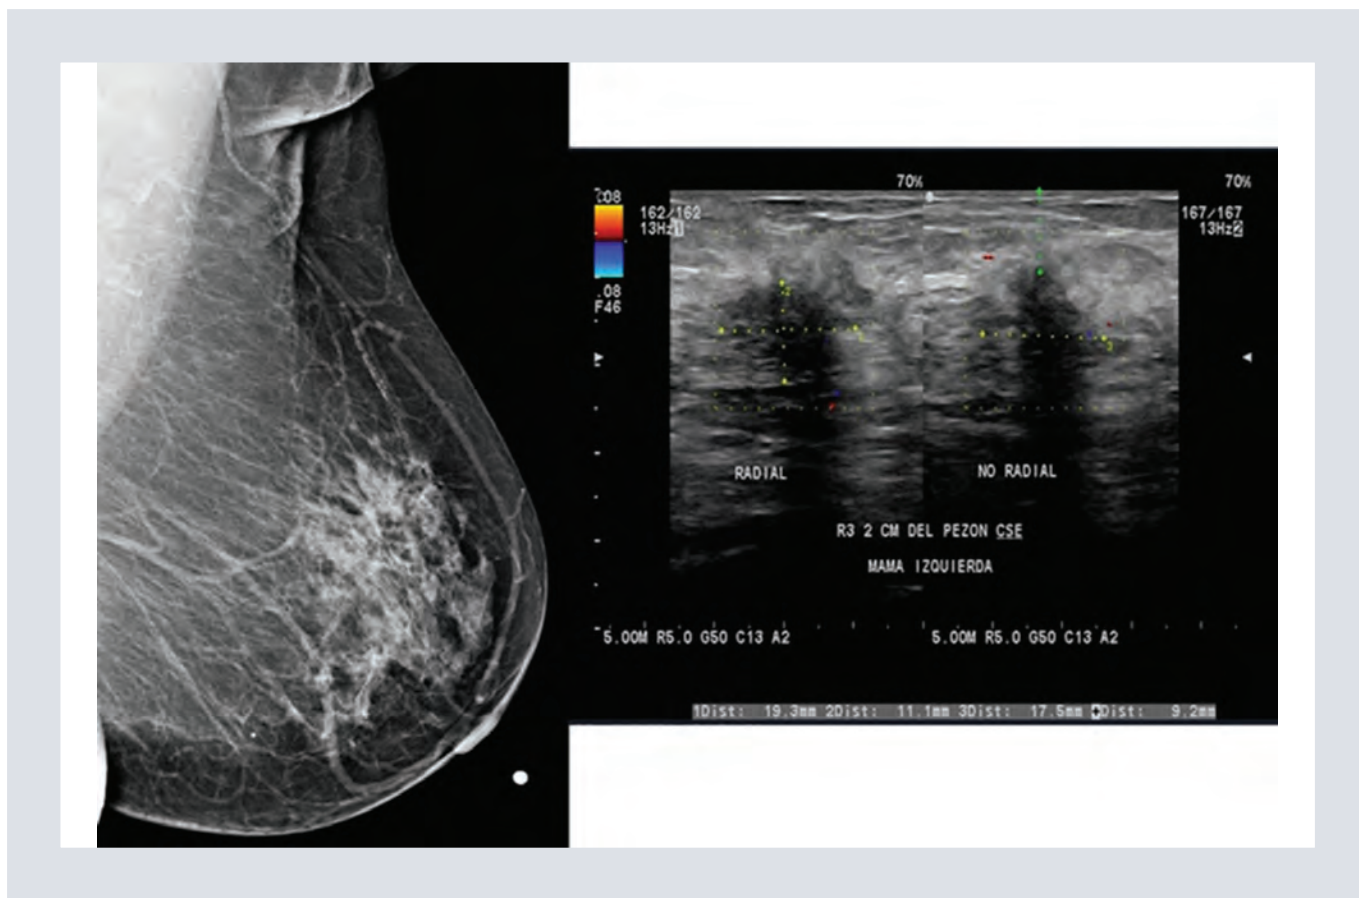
Caso IV. Paciente de sexo femenino de 73 años. Antecedente de cáncer de mama derecha con cirugía conservadora. Izquierda: Proyección medio-lateral-oblicua de mama izquierda. En los cuadrantes superiores tercio medio se identifica distorsión de la arquitectura. Derecha: Ultrasonido con transductor lineal con Doppler color, donde se observa zona de distorsión de la arquitectura que ocasiona sombra acústica y escasa vascularidad anular. Reporte de patología: Carcinoma invasor con patrón mixto (ductal y lobulillar, tipo luminal B (RH+ y HER2+).
